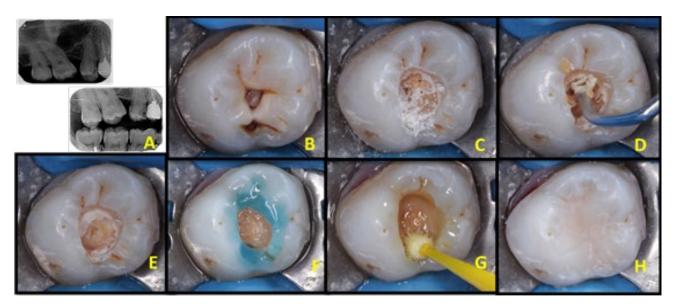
Sequência do caso clínico 1 da esquerda para a direita: a) radiografias iniciais periapical e interproximal; b) aspecto clínico inicial da lesão; c) remoção total de tecido cariado das paredes laterais da cavidade; d) limpeza da parede pulpar com instrumentos manuais até soltar em lascas; e) técnica de RSDA finalizada; f) condicionamento ácido seletivo em esmalte; g) aplicação do sistema adesivo; h) restauração concluída.
